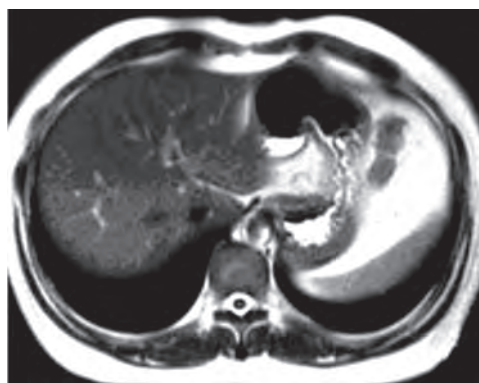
Компьютерная томография живота при синдроме Фитца–Хью
